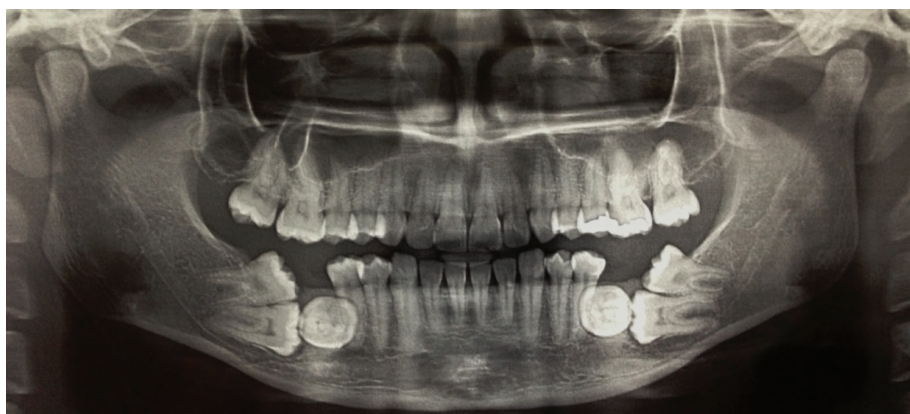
Radiografia panorâmica pré-operatória – impação dos molares inferiores bilateralmente
